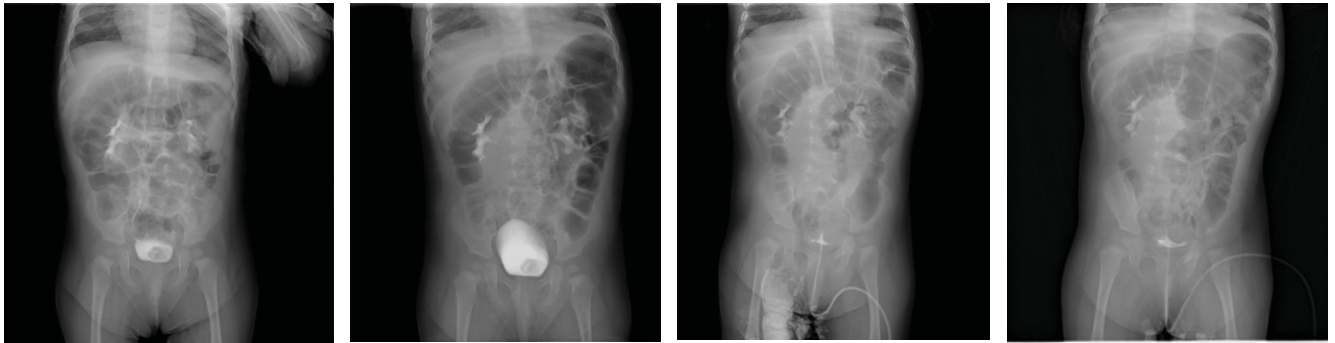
Серія рентгенівських знімків (екскреторна урографія): відсутність функції верхнього сегмента подвоєної нирки зліва (16.11.2022)
